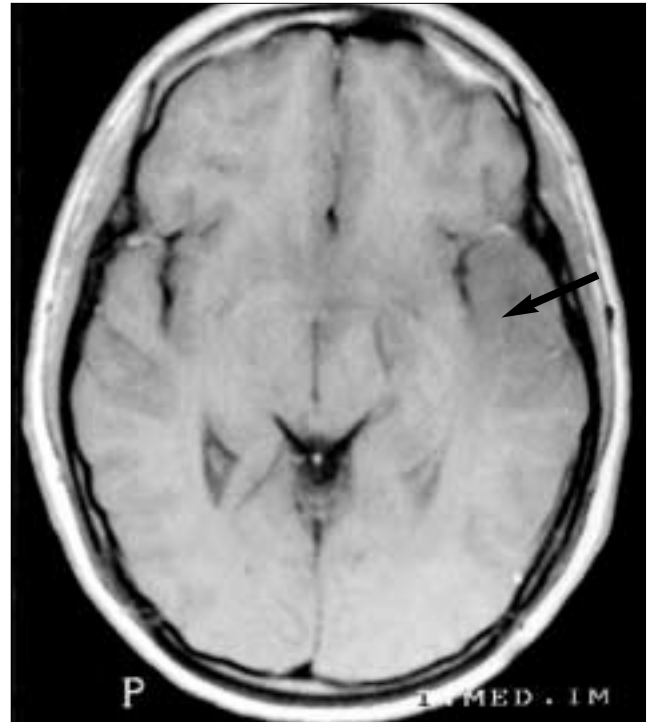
RMN craneal T1 sagital donde se aprecia el engrosamiento del lóbulo temporal izquierdo.
